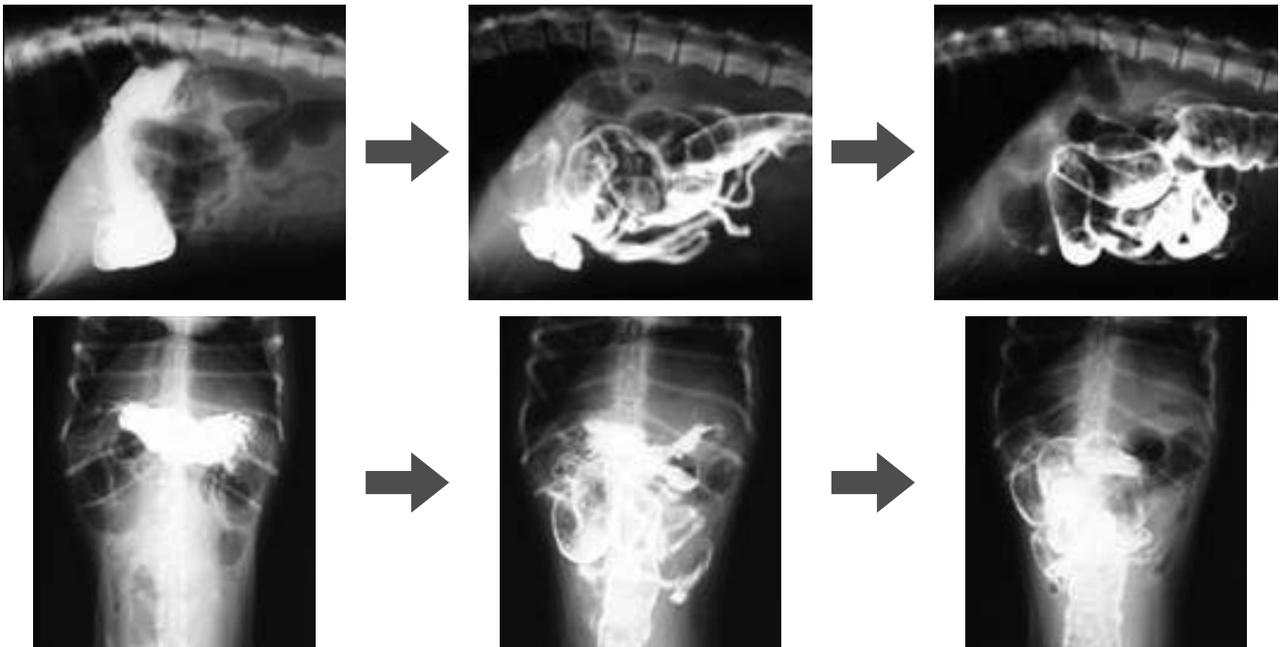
症例2の腹部造影X線シリーズ (左：15分後 → 中：5時間後 → 右：6時間後)
